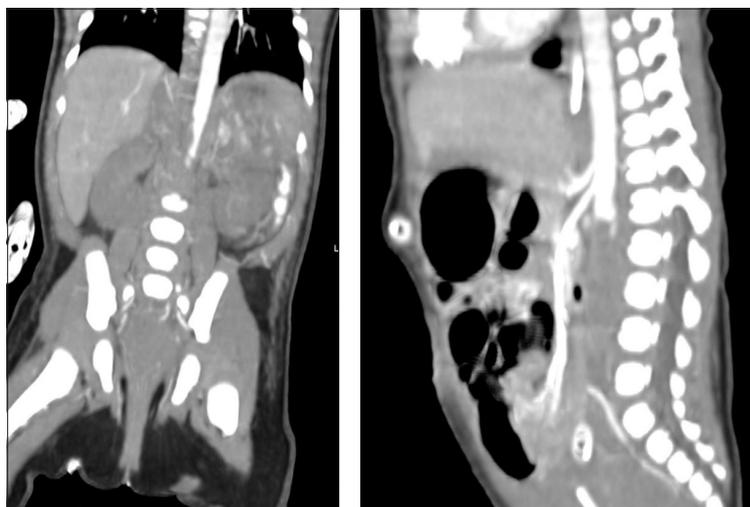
Компьютерная томографическая ангиография аорты пациентки М. от 08.06.22
